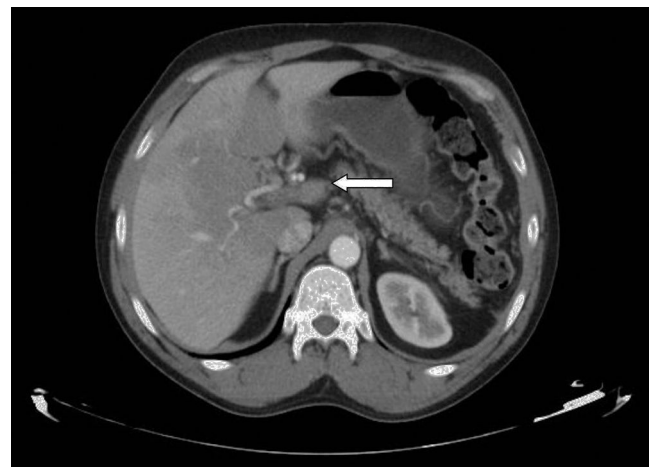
Trombosis portal observada en la TAC de nuestro paciente.
